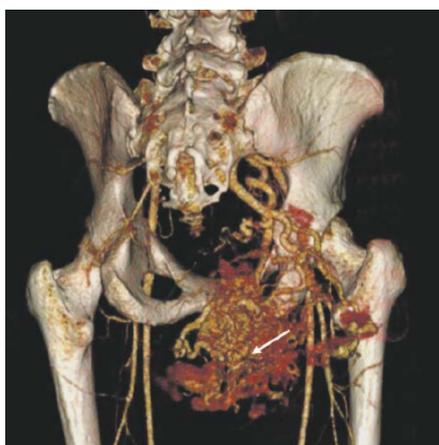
CT-Angiographie einer arterio-venösen Malformation der rechten Beckenloge mit ausgedehnten Kurzschlussverbindungen zwischen Arterien und Venen
